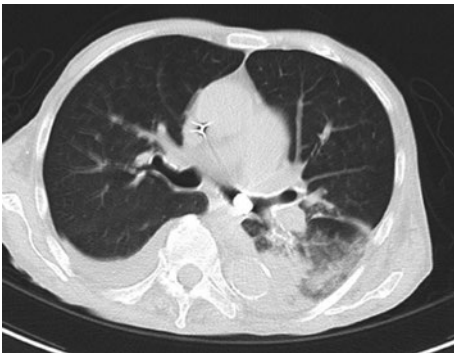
胸部CT，左主気管支に内径に一致した直径約1cmの円形の陰影を認め，左下葉に浸潤影と両側胸水を認めた。
